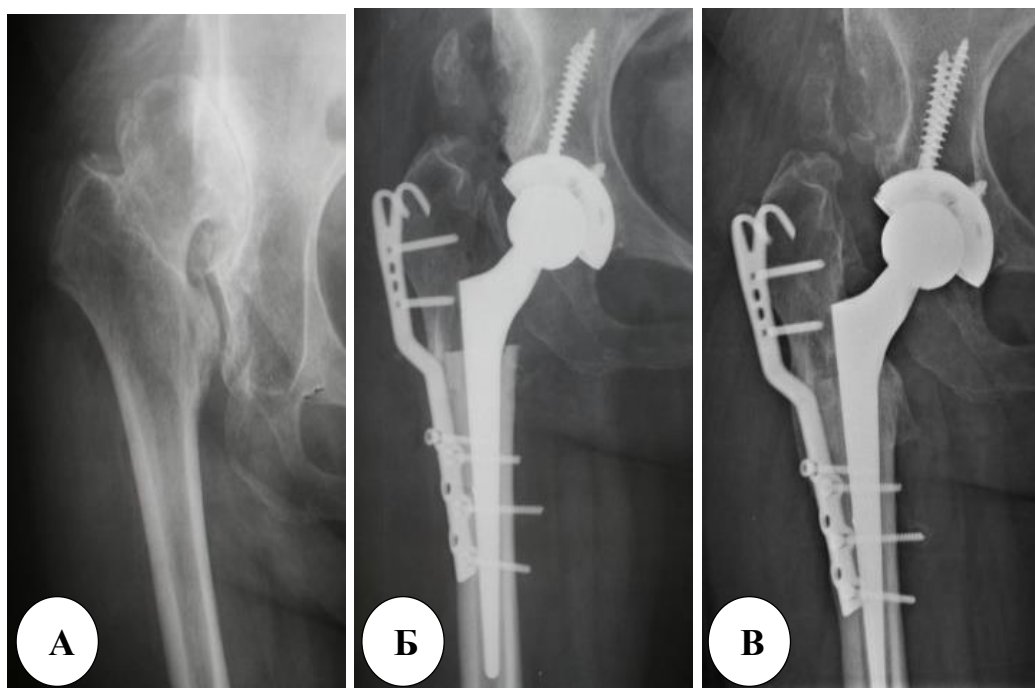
Клинический пример фиксации фрагментов БВ вильчатой пластиной первого поколения. Рентгенограммы правого тазобедренного сустава в прямой проекции: А – до операции; Б – после операции; В – спустя 10 месяцев со дня операции
